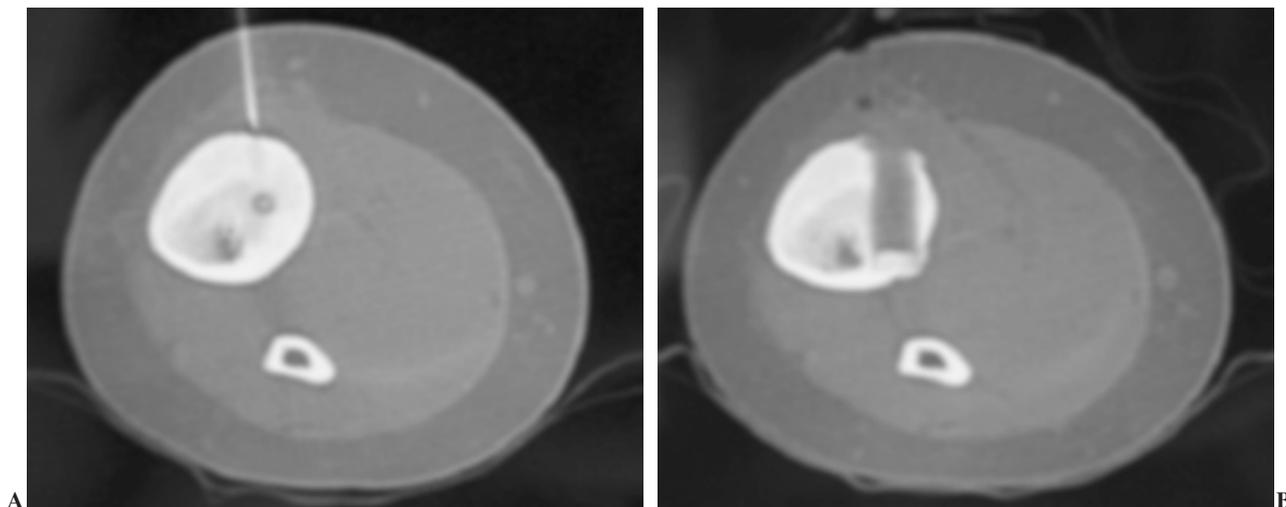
(A) Tomografía computarizada (TC) con la localización del nidus y la colocación de una aguja que simula la trayectoria que se utilizará para la resección del nidus. (B) Imagen de TC después de la resección del nidus con trefina.
